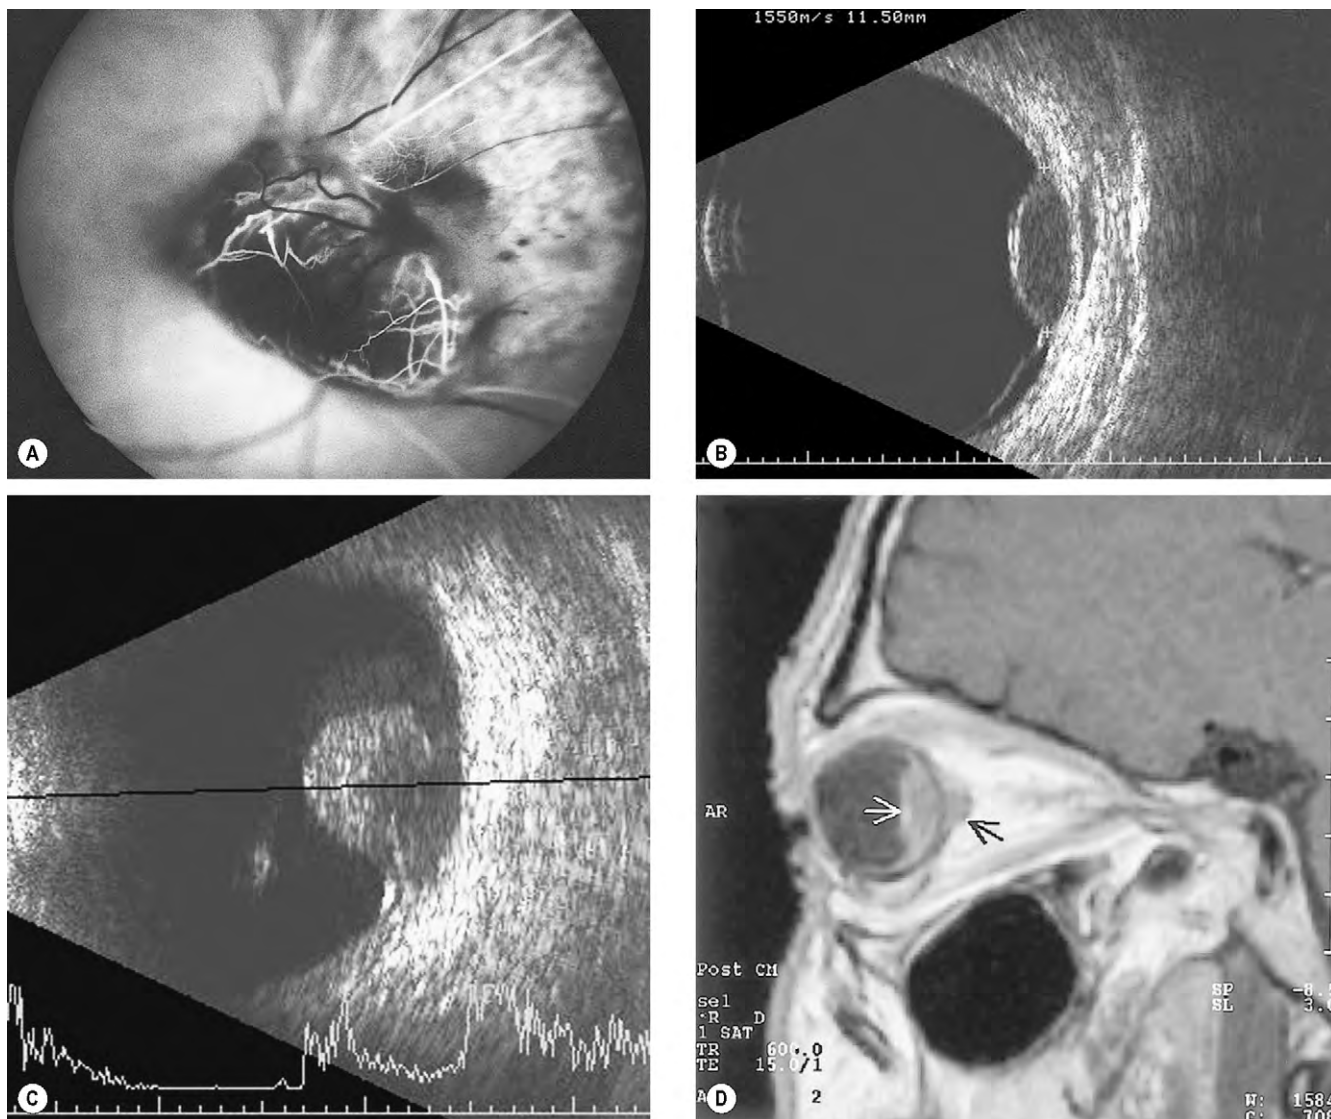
Diagnóstico por la imagen de un melanoma coroideo. (A) La fase precoz de la AGF de un tumor «en botón de camisa» muestra una «circulación dual»; (B) la ecografía en modo B de un tumor en forma de cúpula muestra excavación coroidea; (C) ecografía en modo B de un tumor «en botón de camisa»; (D) la RM potenciada en T1 muestra un melanoma coroideo (flecha blanca) y extensión extraocular (flecha negra).
